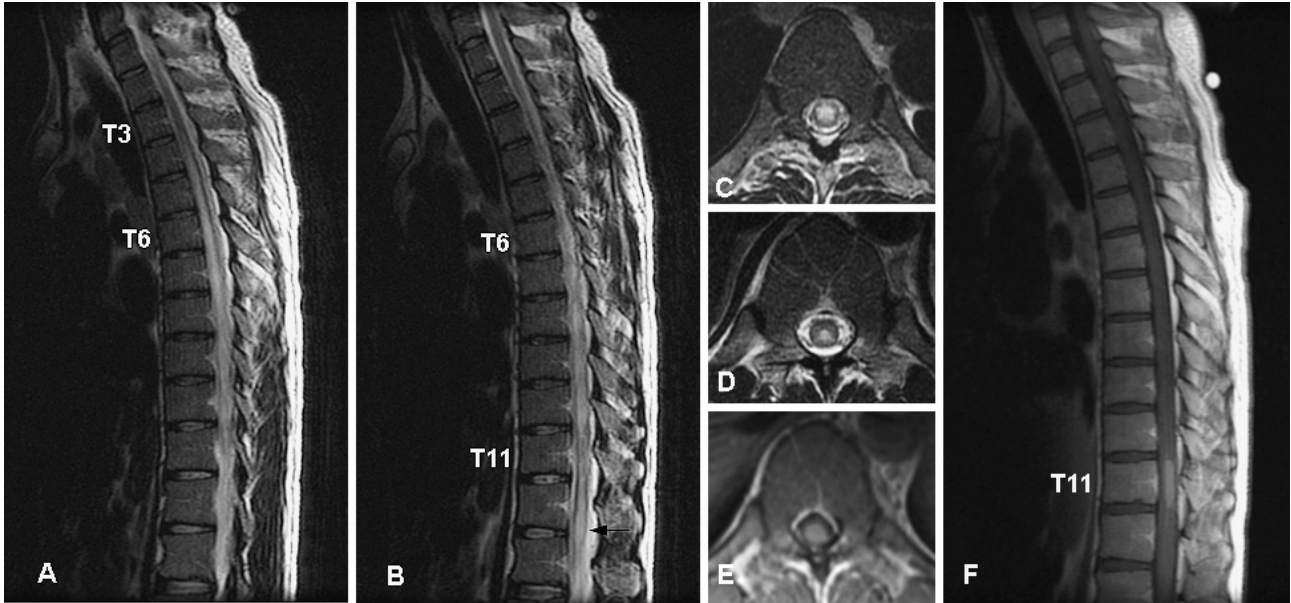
MRI of the thoracic spine and the spinal cord. A, B: Longitudinally extensive spinal cord lesion (LESCL) from the level of the 3rd thoracic vertebral body (T3) to the conus medullaris (B, arrow) on T₂-weighted images (1.5T; TR 3,000ms, TE 122.3ms). In axial T₂-weighted images (C, D), an increased signal involved transversely at the level of the 6th (C), and centrocaudally at the level of the 11th thoracic vertebrae (D). E, F: Gadolinium-DTPA enhanced T₁-weighted axial (E) and sagittal (F) images (TR 680.0ms, TE 9.0ms) showing a clearly demarcated enhanced nodule confined to the level of the 11th thoracic vertebral body (T11).
